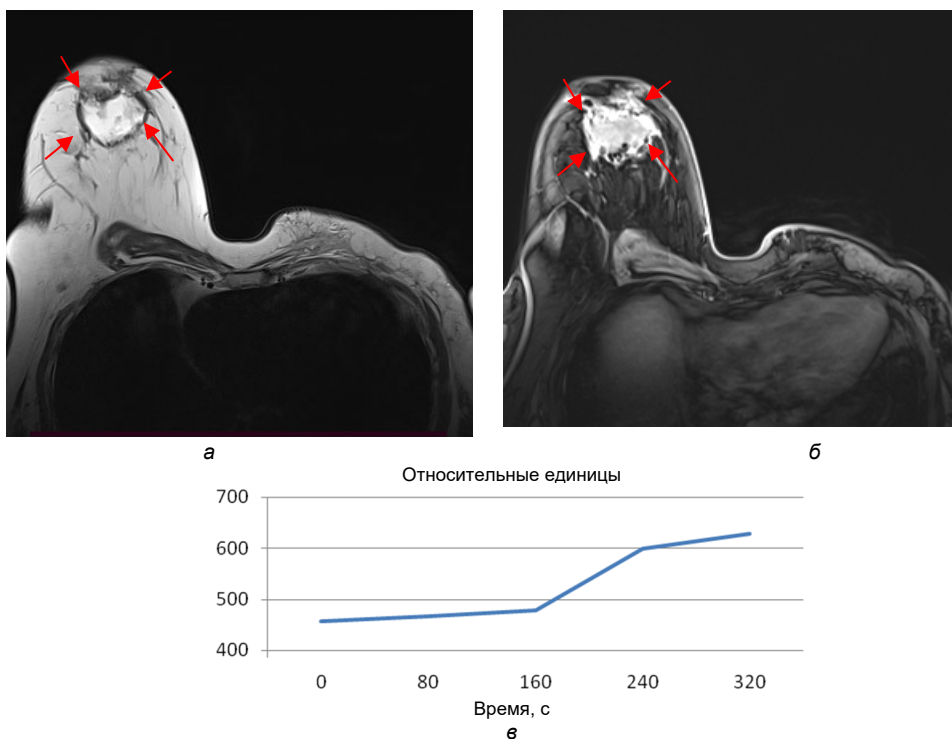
МР-томограммы левой МЖ у пациентки, перенесшей левостороннюю мастэктомию и секторальную резекцию правой МЖ за 1,5 года до исследования:
